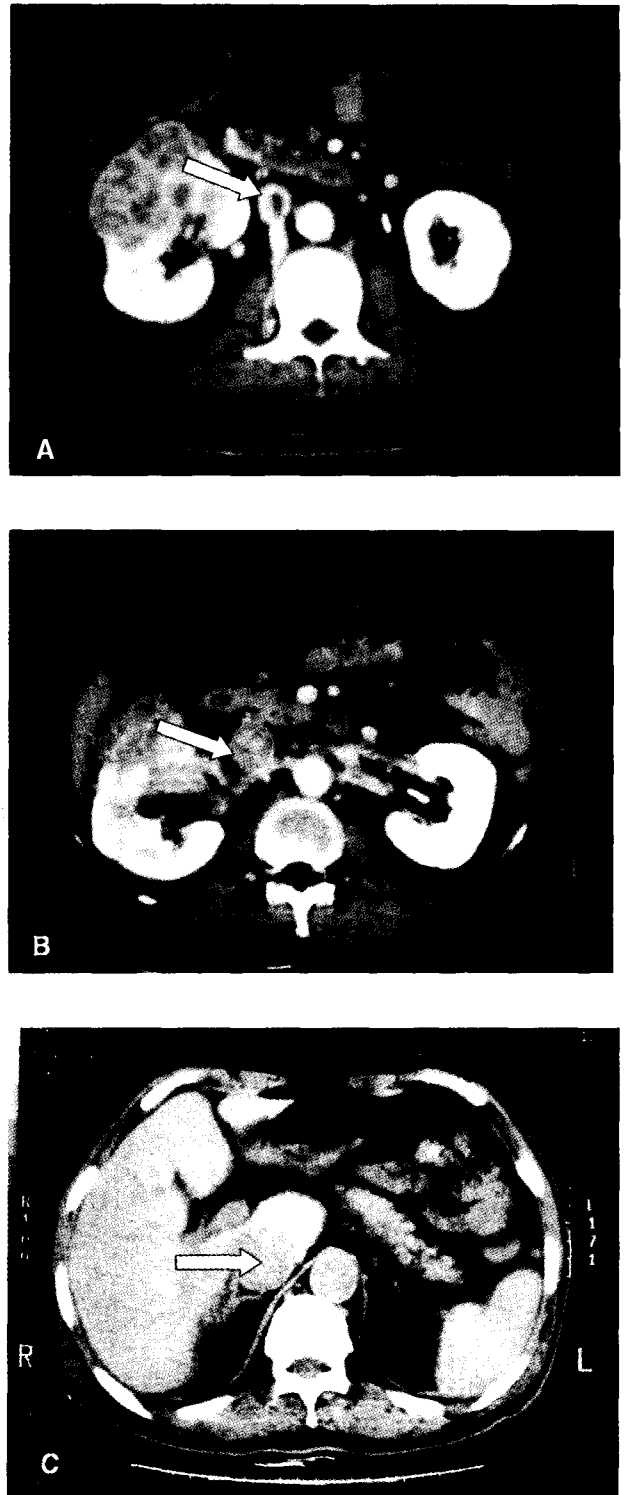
Enhanced computed tomographies show heterogeneous mass on the right kidney(1-a and b) and tumor thrombus (arrows) in the inferior vena cava(1-a, b and c).
